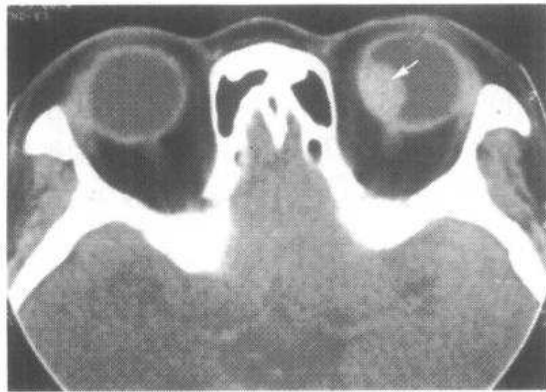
脉络膜黑色素瘤的 CT 平扫图像
